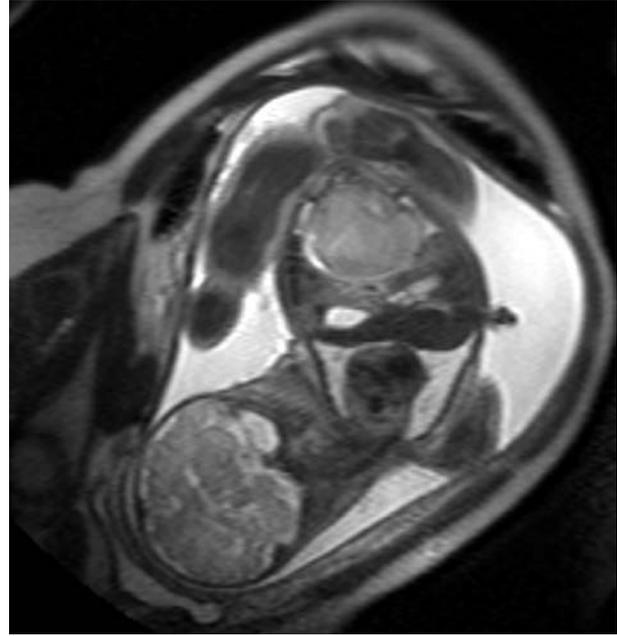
Resonancia magnética fetal mostrando una masa encapsulada heterogénea en la región abdominopélvica.
